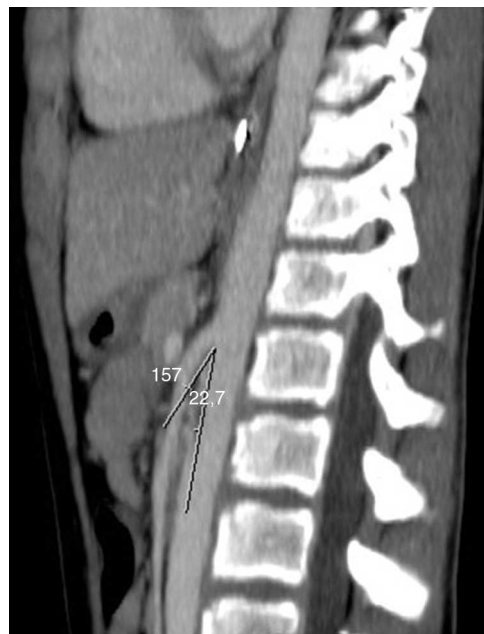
TAC: el ángulo aorto-mesentérico oscila entre 20 y 25° (criterio diagnóstico: menor de 25°).
